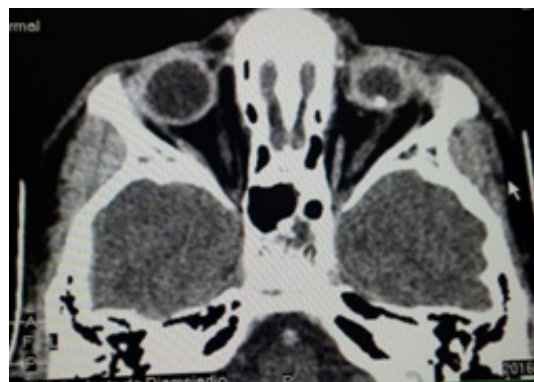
Cliché tomographique montrant une microphthalmie gauche ainsi que des calcifications et une organisation vitreuse aux deux yeux.
